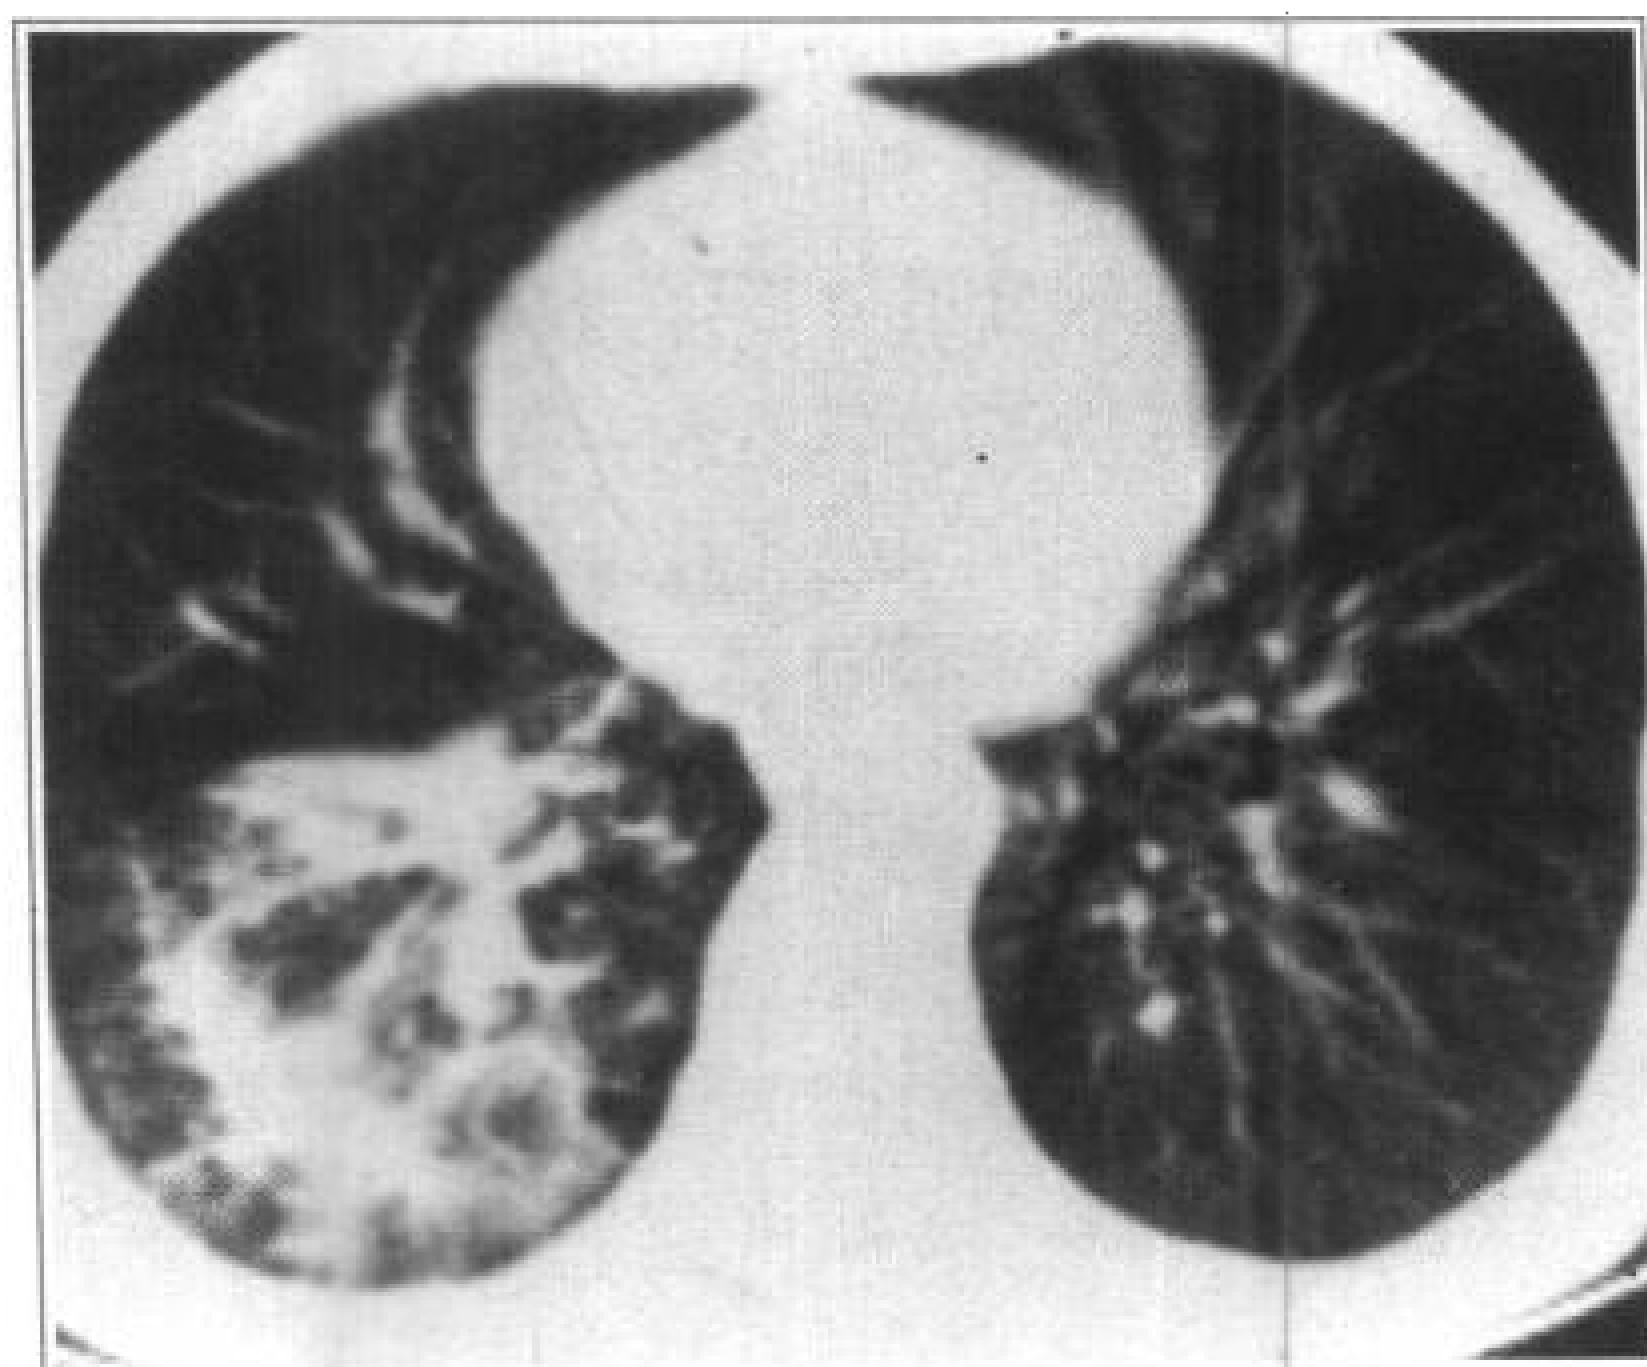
肺泡癌，CT 所见类似小叶肺炎
